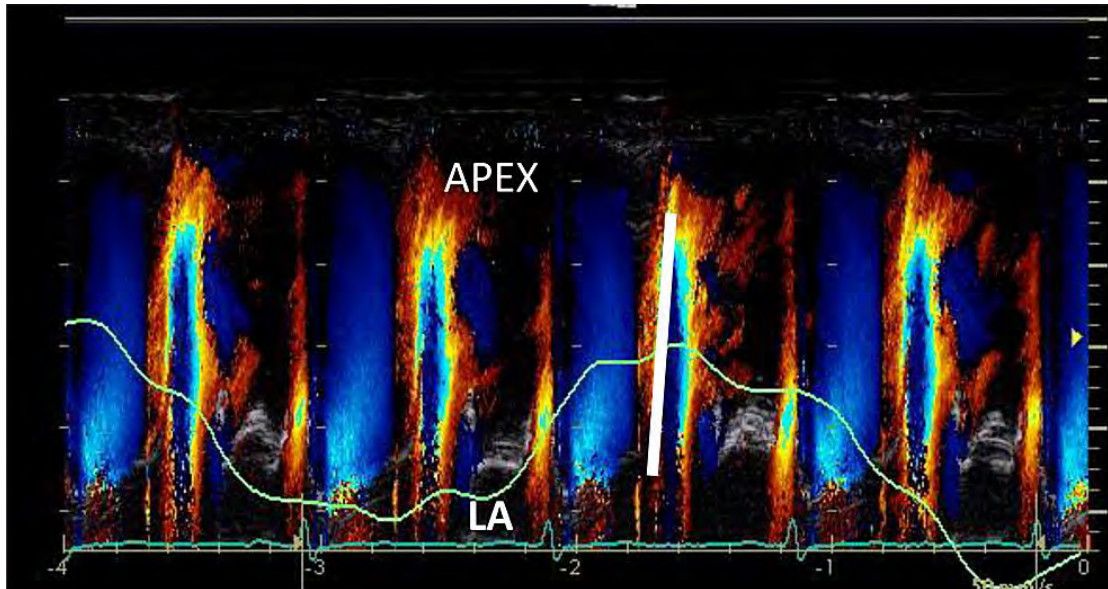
缩窄性心包炎患者特征性彩色 M 型超声心动图示从左房 (LA) 到左室心尖的快速 (100cm/sec) 血流传播斜率 (在红-黄混叠流速交界处的直线)。
